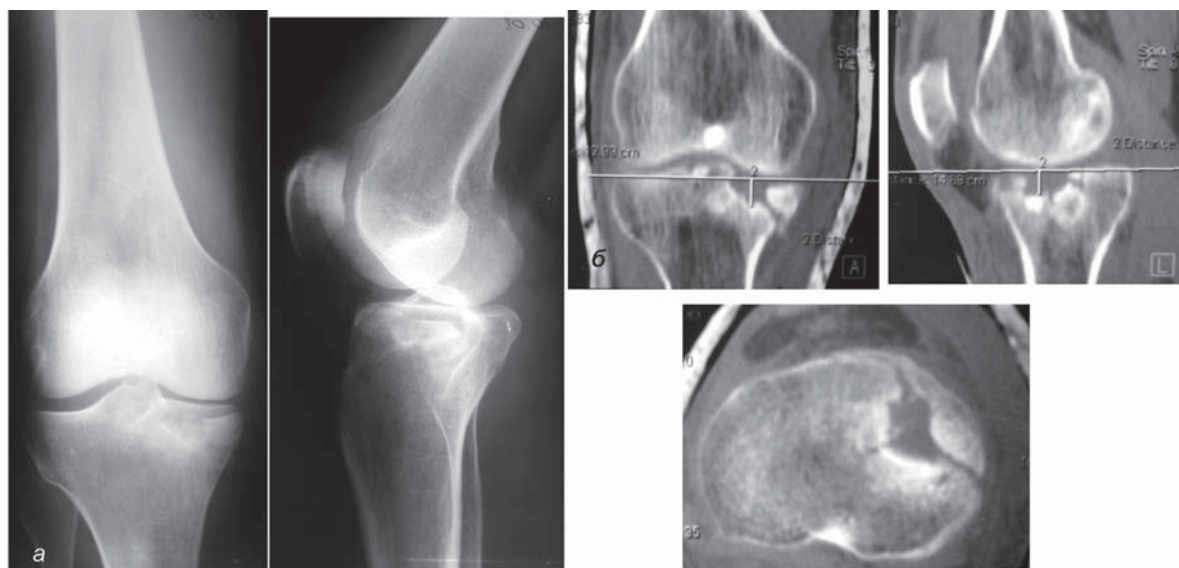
Рентгенограммы (а) и компьютерные томограммы (б) правого коленного сустава пострадавшего С. до операции. Внутрисуставной импрессионно-оскольчатый перелом внутреннего мыщелка правой большеберцовой кости со смещением отломков II типа
